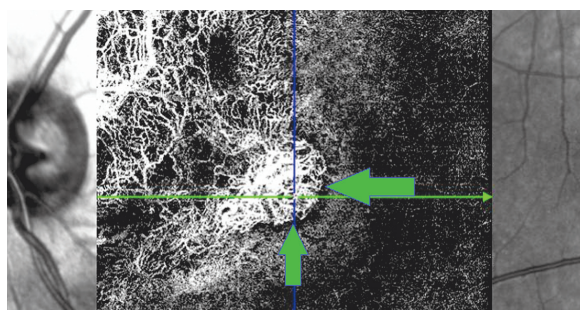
Оптическая когерентная томография — ангиография того же глаза, сегментация на уровне аваскулярных слоёв сетчатки. Стрелка — зона субретинальной неоваскуляризации мембраны
